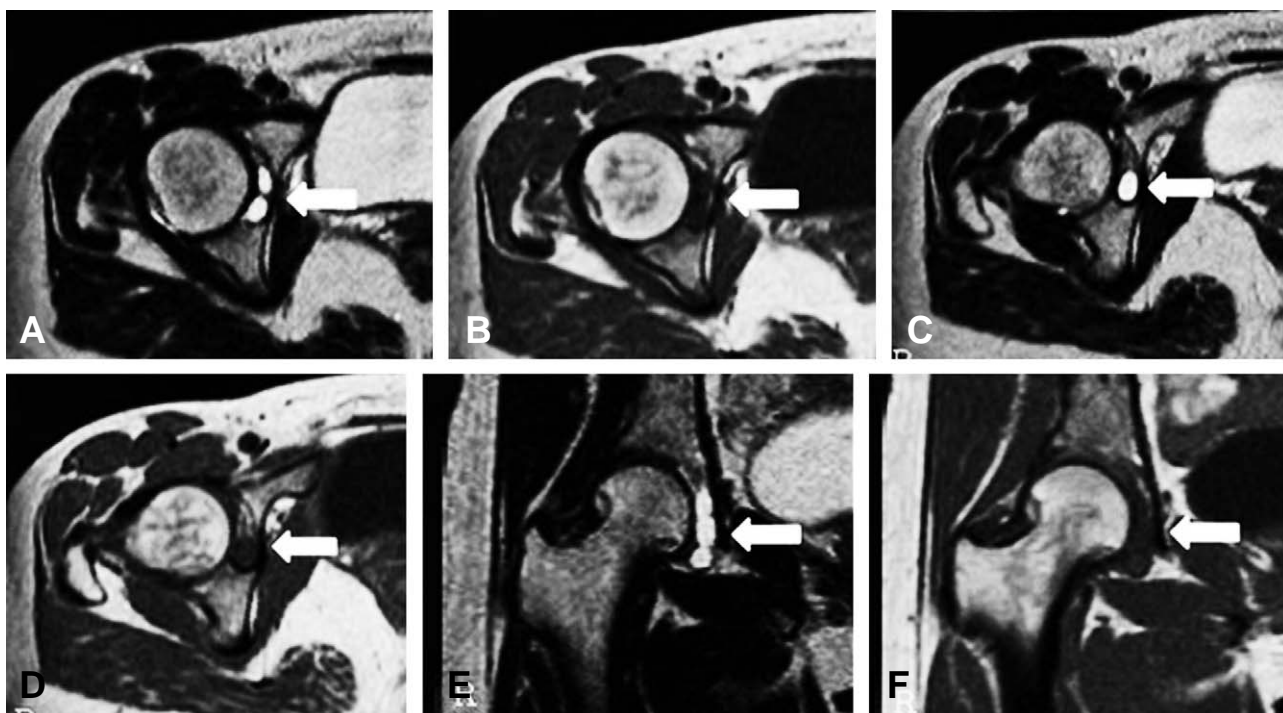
Preoperative images (A) axial T2-weighted image shows high-signal intensity within acetabular fossa (arrow) at the hip, (B) axial T1-weighted image at the same level shows low or intermediate-signal intensity, (C) axial T2-weighted image slightly inferior to the panels A and B shows fluid extending distally within acetabular fossa, (D) axial T1-weighted image shows more distal acetabular fossa (E) coronal T2-weighted image shows a well defined lobulated contoured lesion displaying high-signal intensity (F) coronal T1-weighted image shows extent of the cyst from acetabular fossa to acetabular notch.
